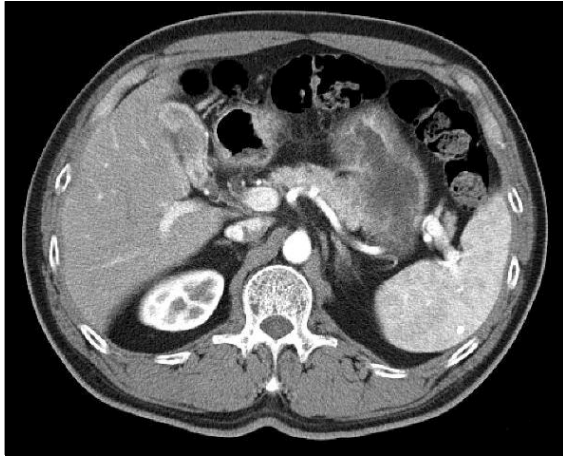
Dynamic abdomen-pelvic CT scans showed that the mucosal surface of gallbladder was irregularly thickened and its lamina layer was also enhanced.
